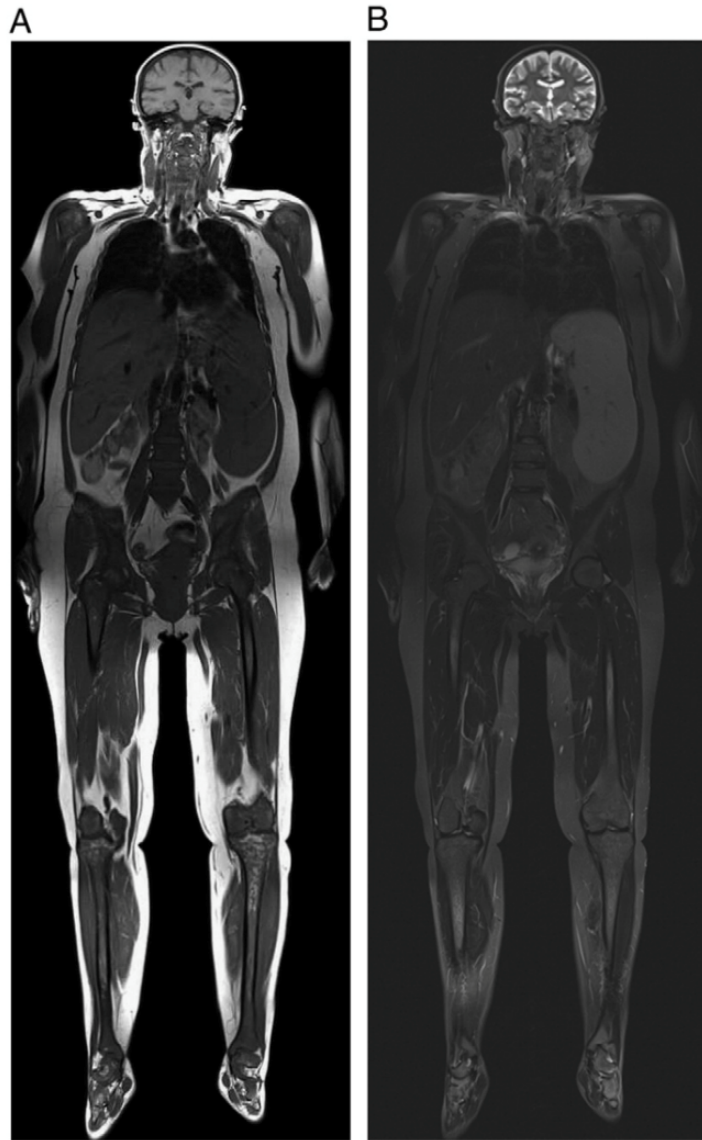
IRM corps entier d'un patient atteint de la maladie de Gaucher montrant une baisse de signal homogène au niveau de l'humérus, la colonne vertébrale, le pelvis, les membres inférieurs et l'arrière pied.
